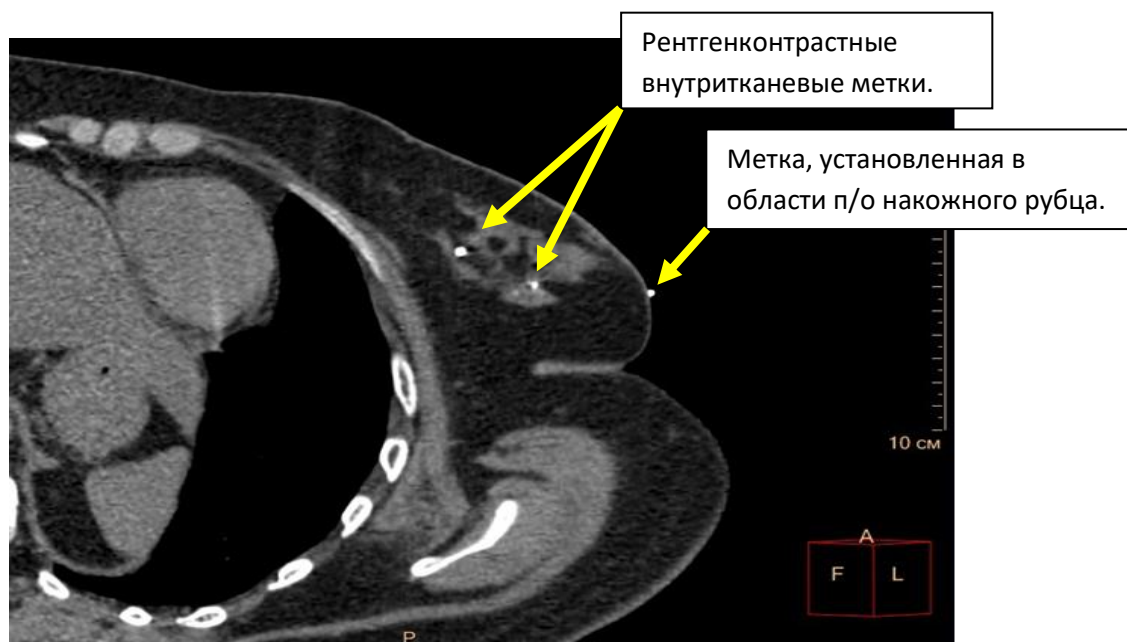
Предимплантационное КТ-исследование, в ходе которого устанавливается топография внутритканевых и накожных меток.
